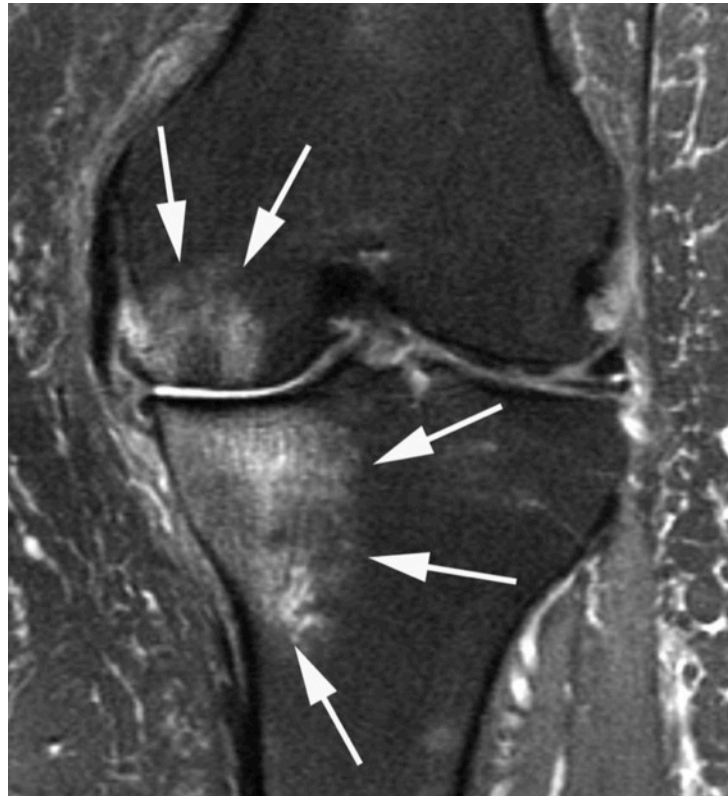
IRM d'un genou arthrosique. Lésions d'œdème osseux (flèche), avec hypersignal en T2, métaphyso-épiphysaire médial.
